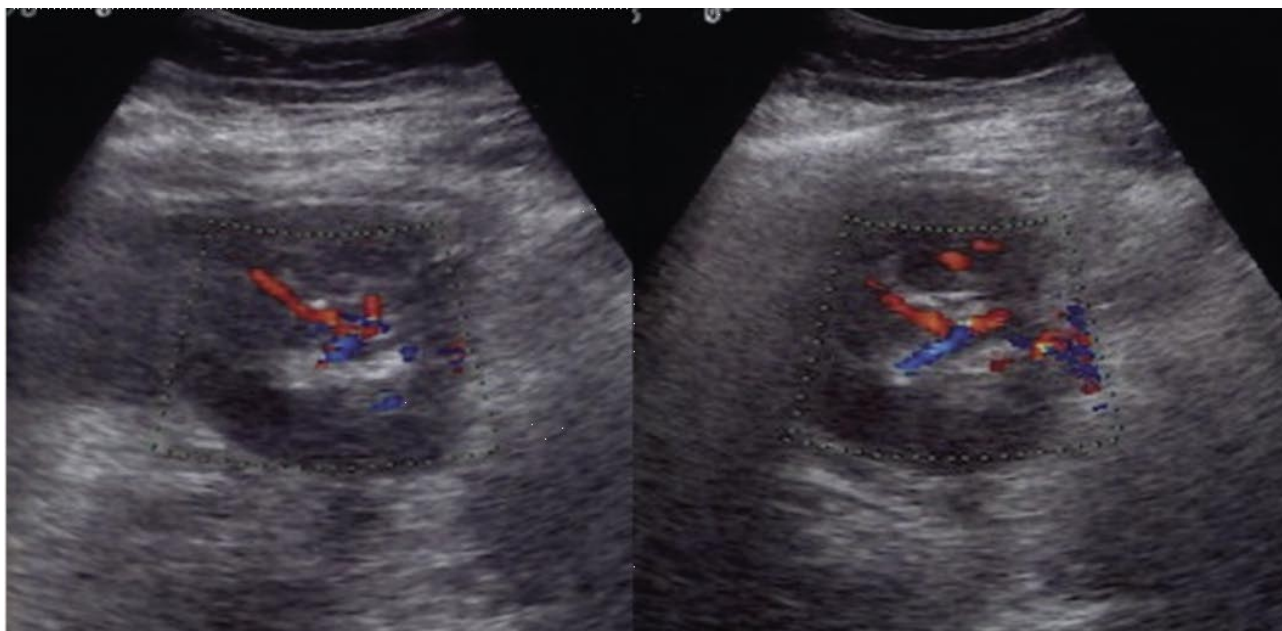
Eco-doppler. Injerto renal con visualización de las arterias segmentarias, interlobares y arcuatas.
